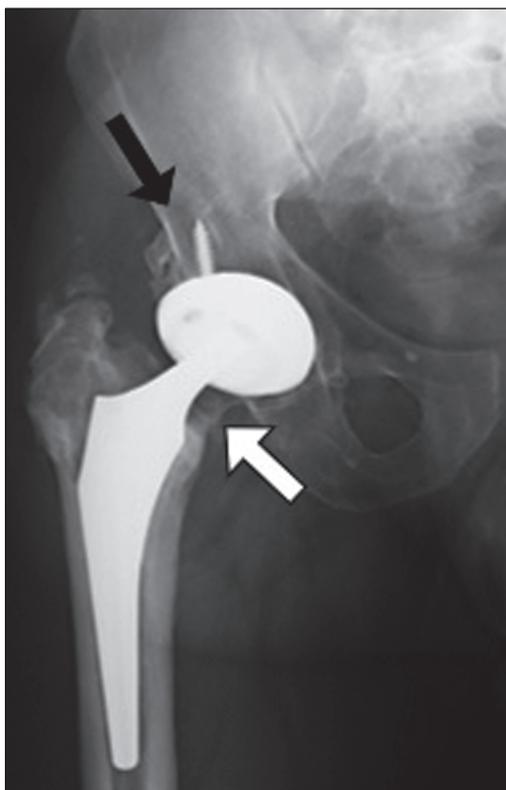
Radiografia anteroposterior do quadril direito com prótese total bipolar e pequena reabsorção (osteólise - seta preta) do parafuso no componente acetabular. Ossificação heterotópica grau IV entre o fêmur e a borda inferior do acetábulo (seta branca). Observa-se também espessamento cortical sem reação periosteal (*stress shield*).
